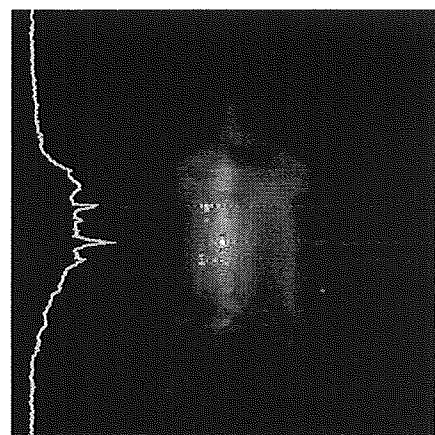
フリップアングル 60 度におけるトラッキングコイルによる MRI 画像とプロジェクトンデータ. ピークが明確でないことがわかる.
